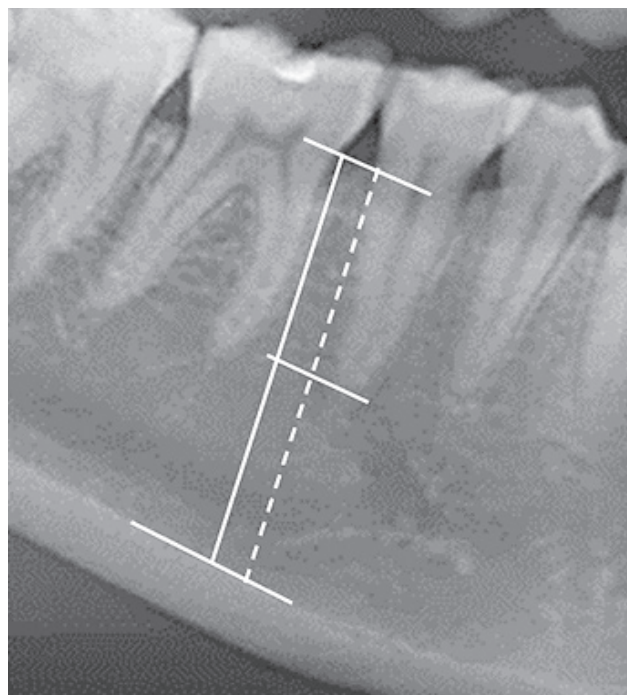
Метод количественного определения степени деструкции костной ткани альвеолярной части относительно длины корня (рентгенологический индекс).
